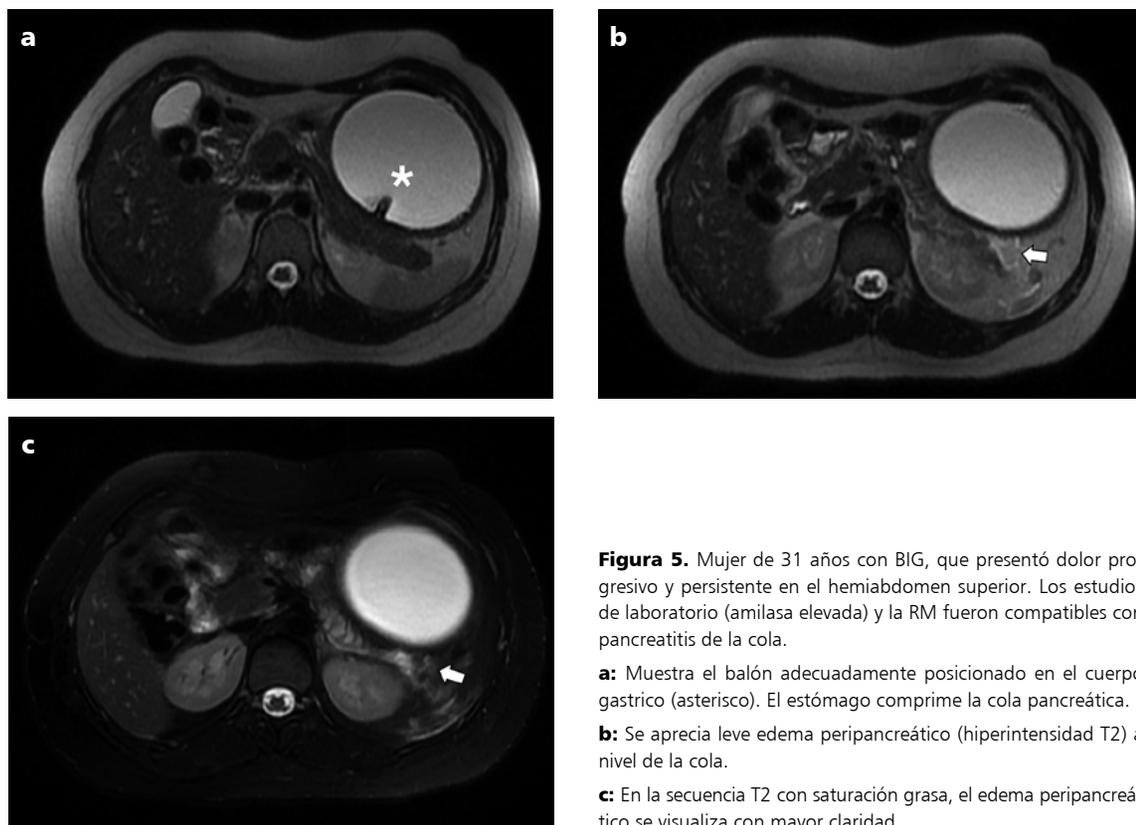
Mujer de 31 años con BIG, que presentó dolor progresivo y persistente en el hemiabdomen superior. Los estudios de laboratorio (amilasa elevada) y la RM fueron compatibles con pancreatitis de la cola.
